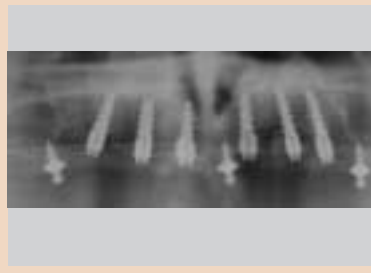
Die Abschlussröntgenaufnahme zeigt die exakte Positionierung der sechs Implantate ad modum Tiolox (Tiolox GmbH/Springen).
